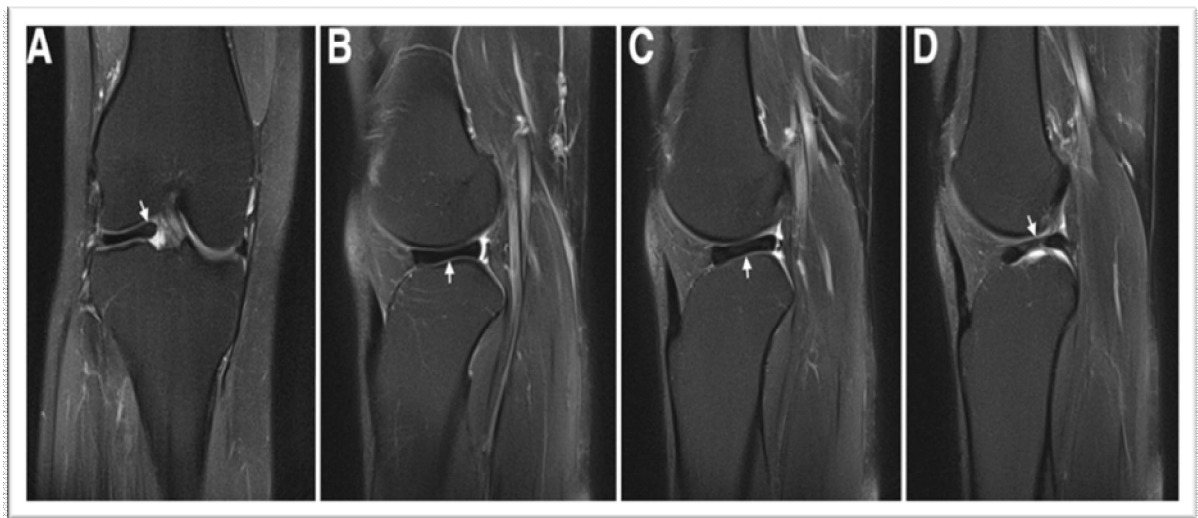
[158] IRM représentative d'un patient atteint de DLM. (A) Image de balayage coronal IRM du corps DLM. (BCD) Trois images IRM sagittales consécutives près du centre de l'articulation du genou.
